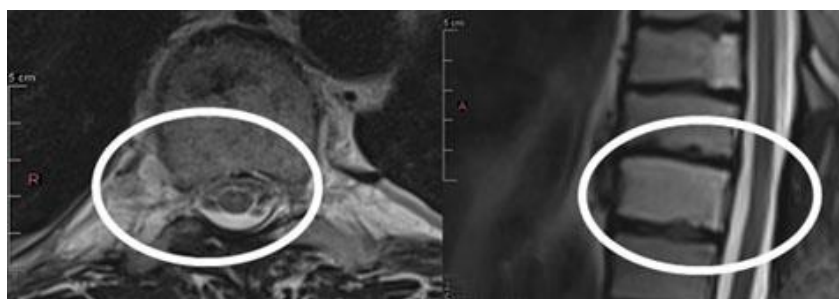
IRM postoperatorio de columna dorsolumbar.
